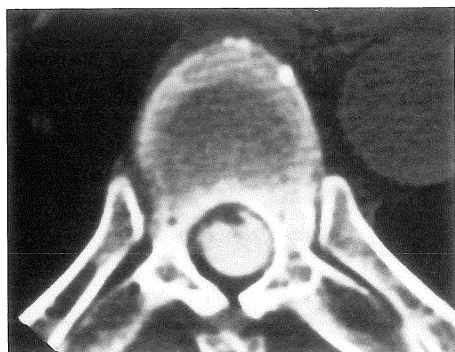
(Case 2 ; myelo CT)
